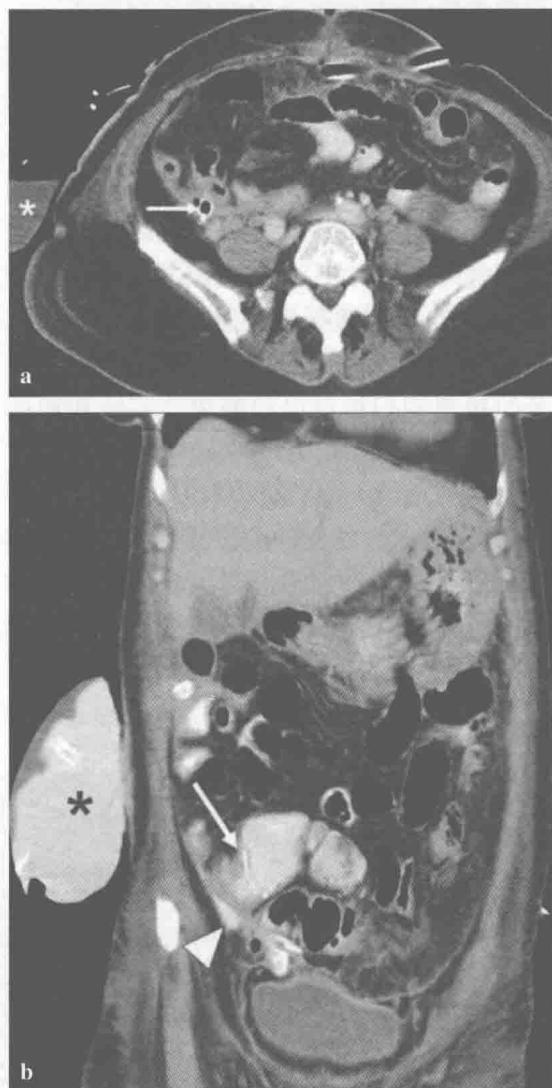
结肠次全切除术可疑回直肠吻合口漏。再次剖腹探查术未发现穿孔来源。(a)口服对比剂CT找不到漏的起源。右髂窝引流处(白箭)引流袋含水样密度肠液(星号)。(b)但直肠灌注对比剂后几分钟重复CT证实在邻近吻合口处(白箭)的引流袋内(星号)和右结肠旁沟(箭头)有对比剂聚集
